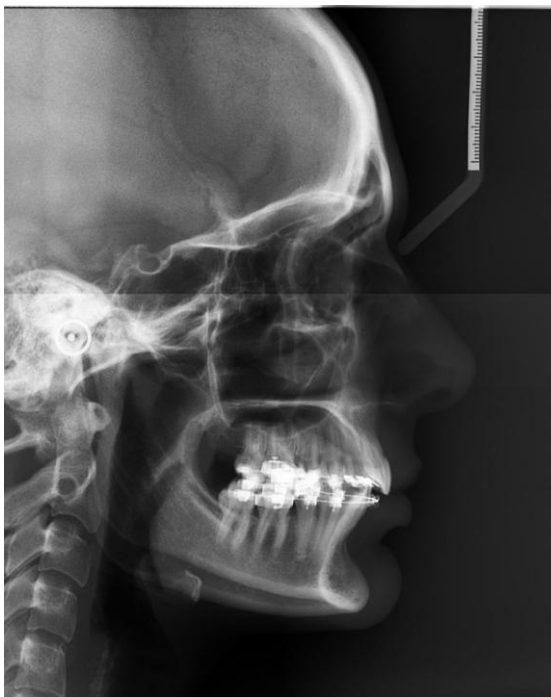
Telerradiografia final.
